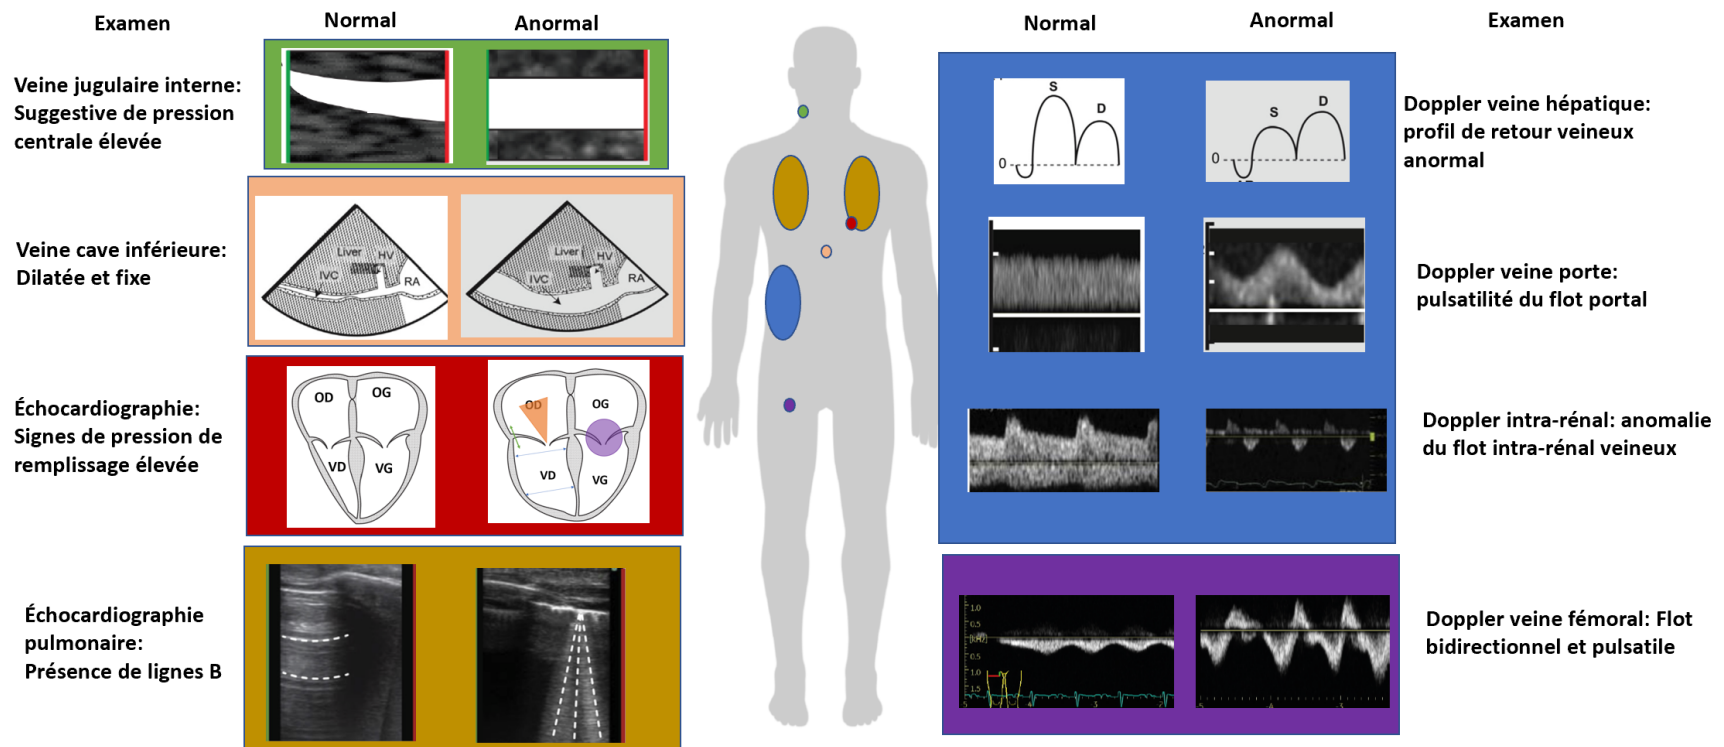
Résumé des techniques d'évaluation échographique
